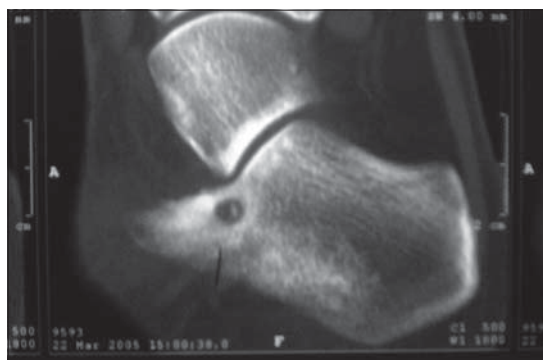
TAC de pie derecho: Se muestra la lesión de 6 mm por 7 mm, de bordes bien definidos, esclerosis periférica y calcificaciones en su interior, compatible con un osteoma osteoide.
